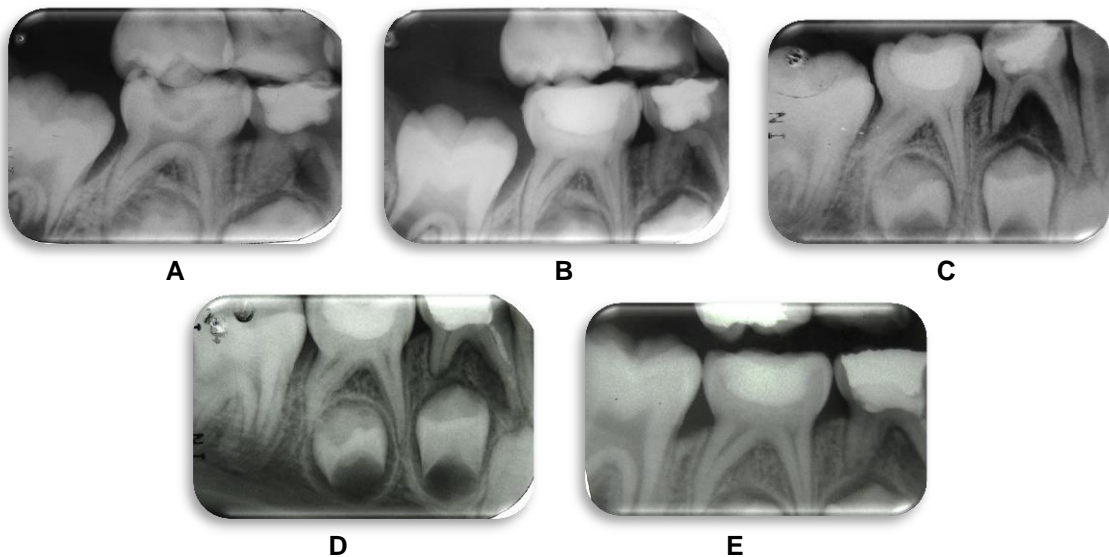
Pulpotomia do dente 85- Grupo HC+ soro fisiológico (sucesso radiográfico evidenciado pela ausência de reabsorção radicular interna, de área interradicular radiolúcida e de lesão periapical em todos os períodos de avaliação).
